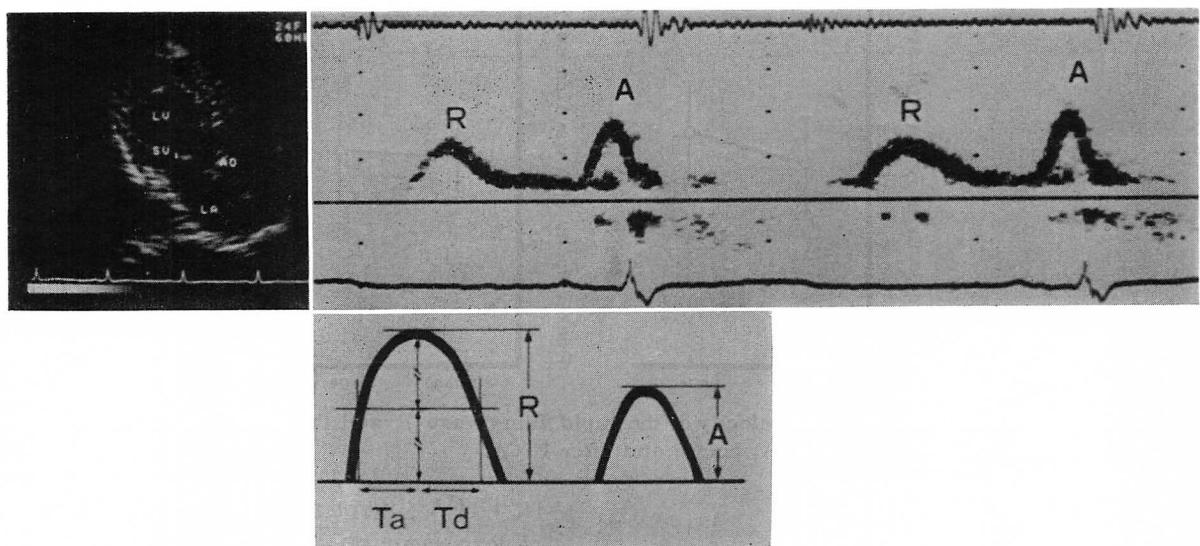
Pulsed Doppler echocardiogram at the mitral orifice and the derived parameters from the blood flow velocity recording.
